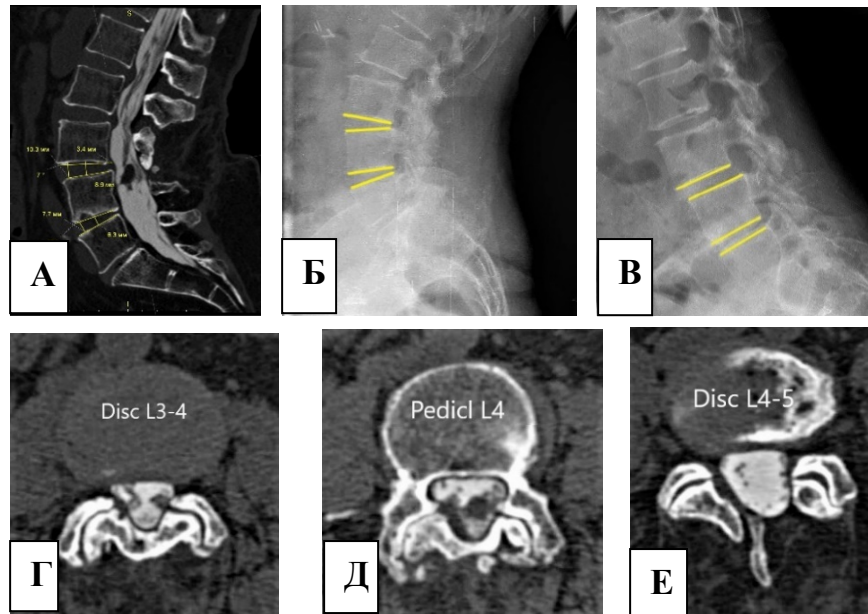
Пациентка Л., 65 лет. Функциональные рентгенограммы (А, Б) и МСКТ-миелография (В – Е) поясничного отдела позвоночника через 1 год после классической интерламинотомии L3–L4–L5
